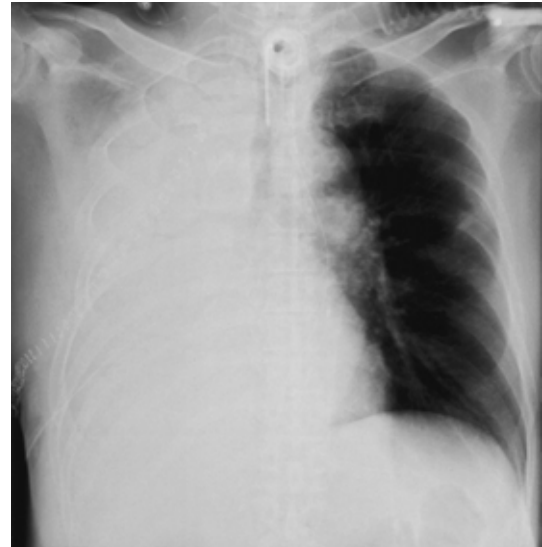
Anteroposterior chest radiograph on postoperative day 7 shows total opacification in the right upper and middle lobes.
